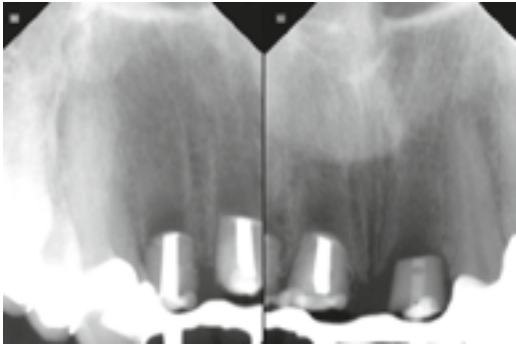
Röntgenkontrolle nach Stabilisierungsphase mit knöcherner Regeneration der Alveolen
